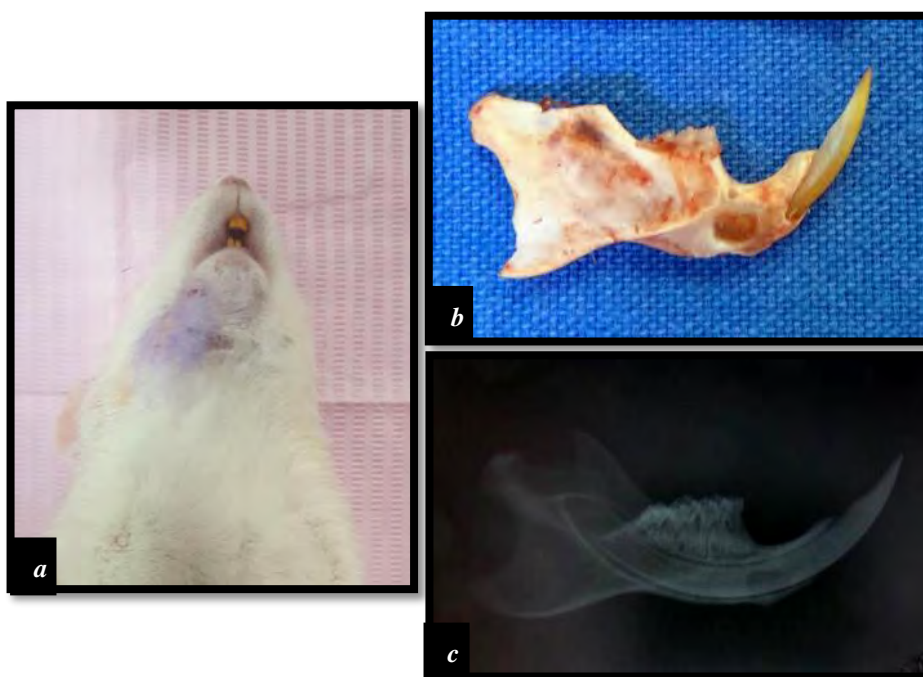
a) imagen post mortem; b) mandíbula extraída; c) radiografía de la mandíbula posterior al sacrificio.
